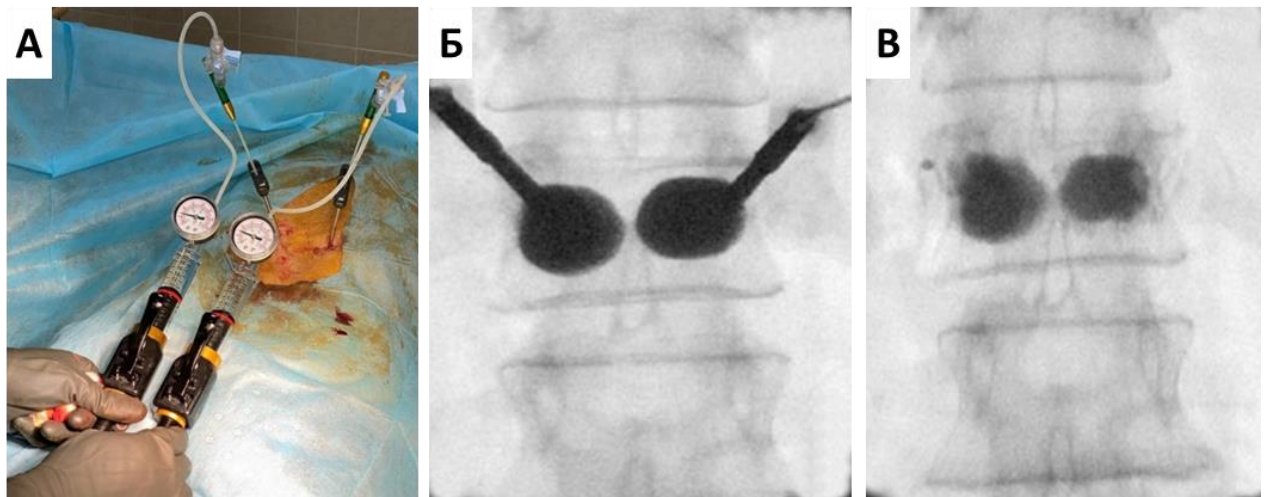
А, Б – расправленные баллоны с рентгеноконтрастной жидкостью в теле Th12 позвонка; В – результат баллонной кифопластики Th12 позвонка
